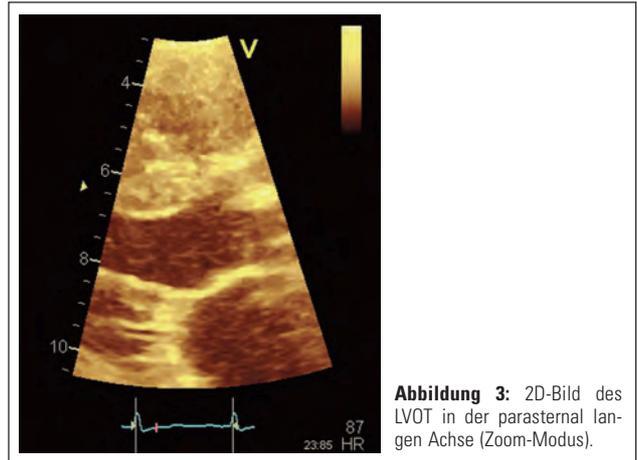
2D-Bild des LVOT in der parasternal langen Achse (Zoom-Modus).
